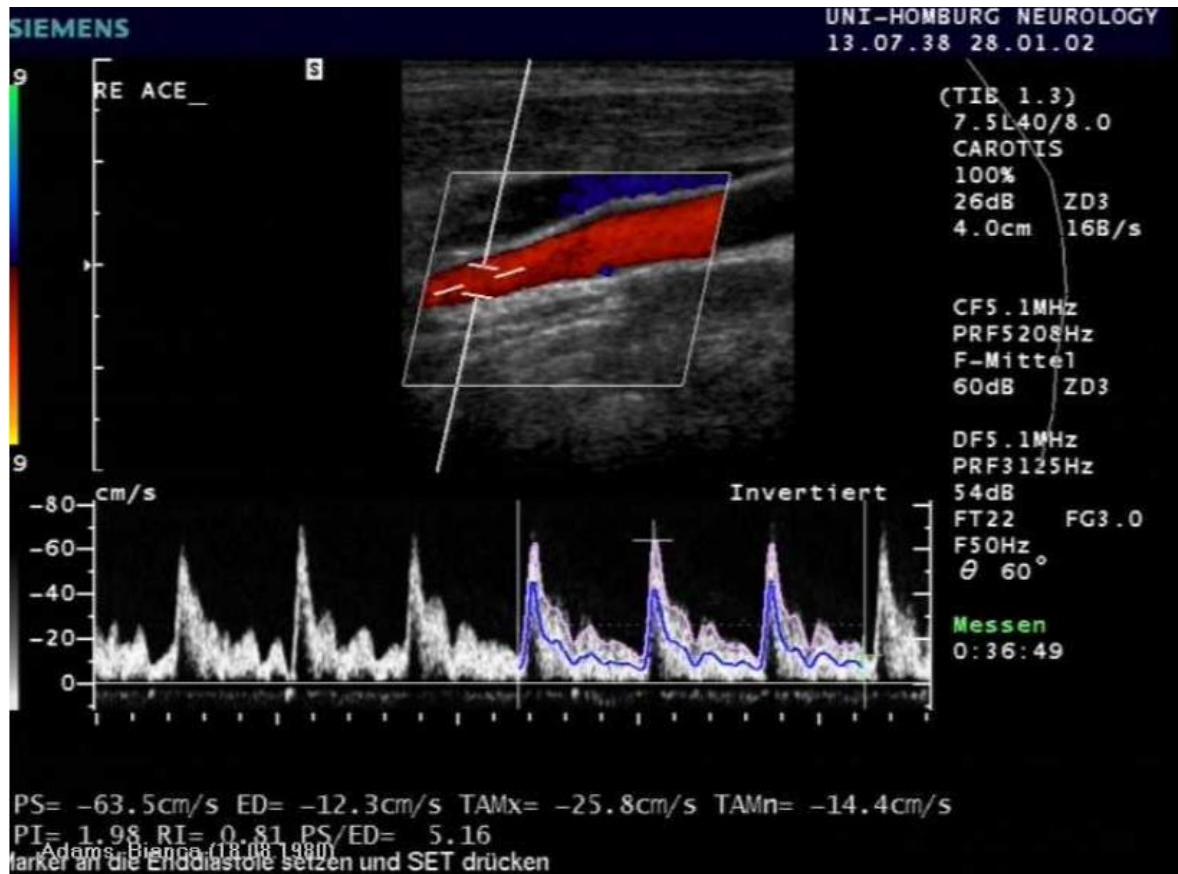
Duplexsonographische Untersuchung der ACE mit „Rückschlageffekt“
